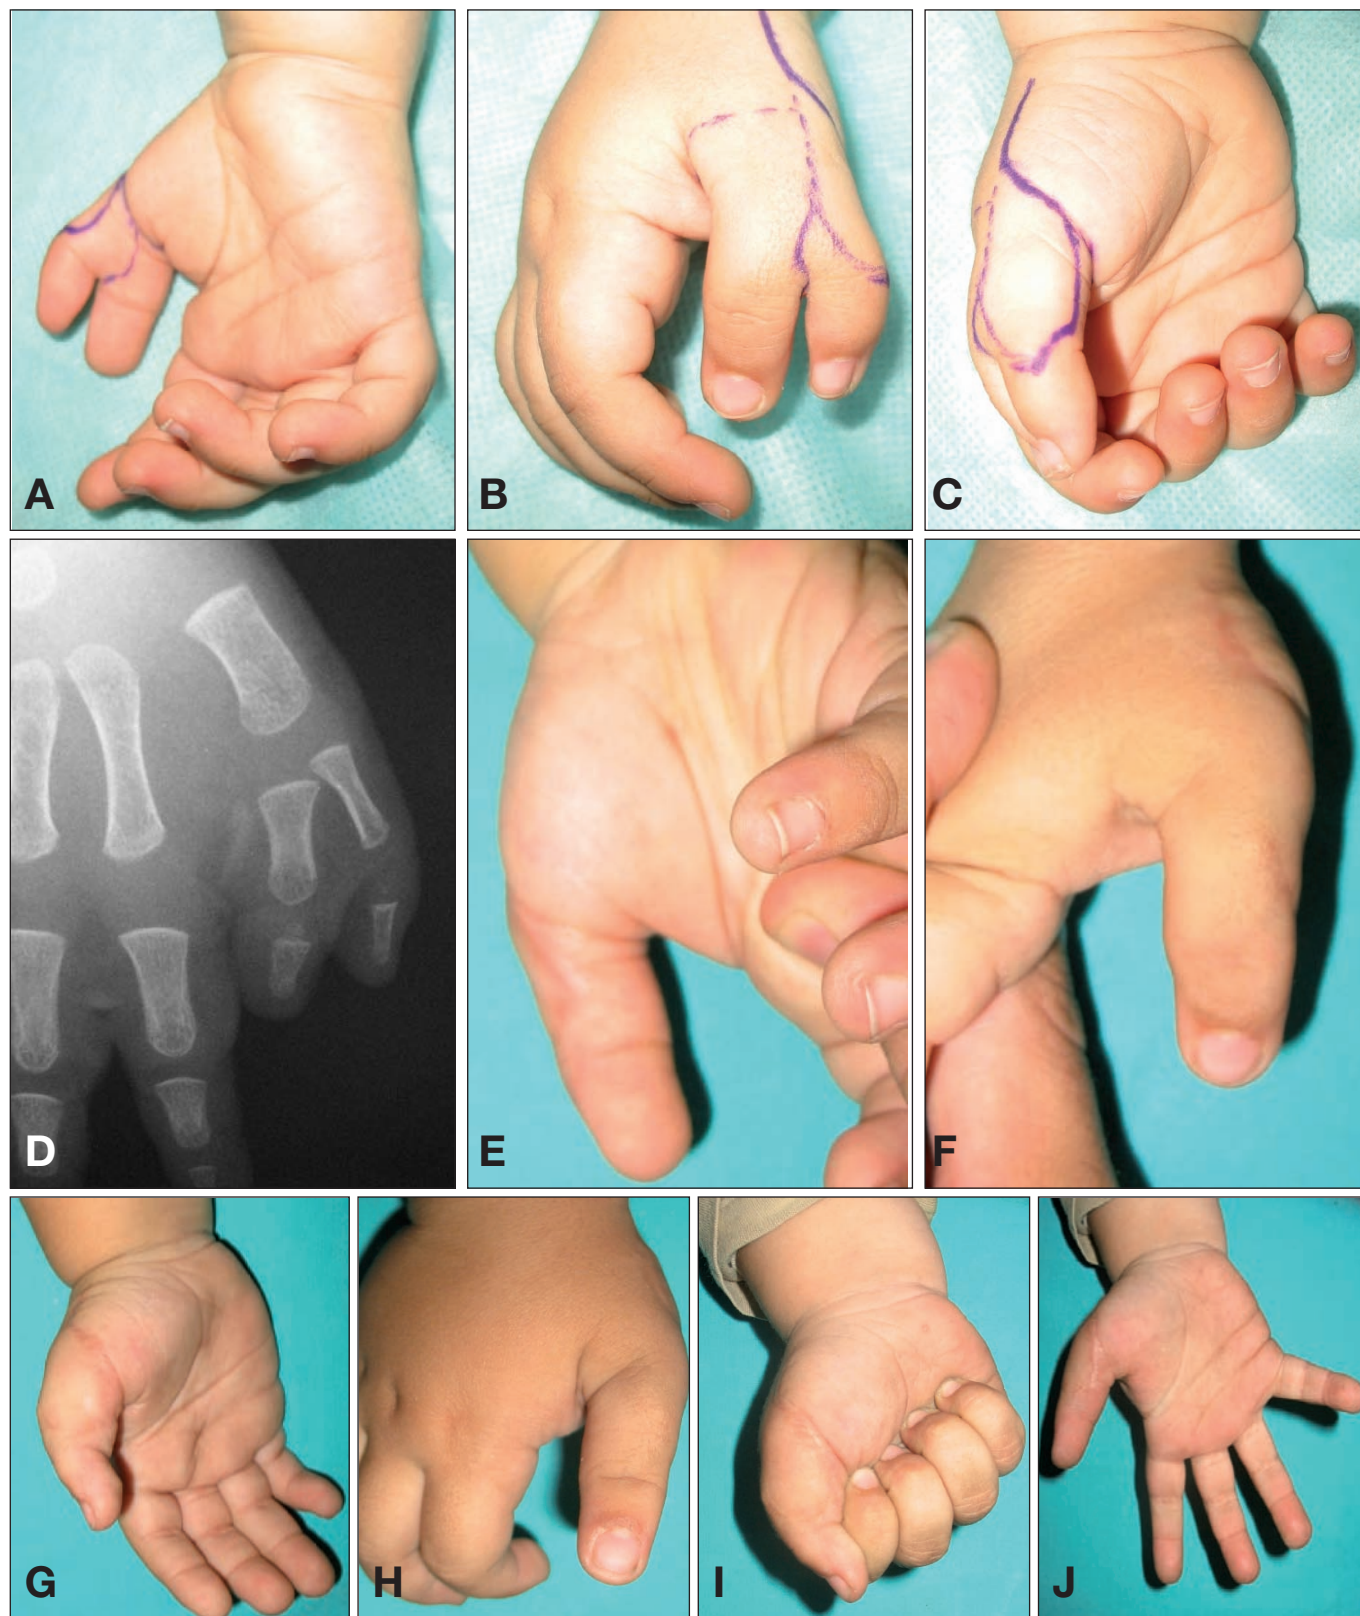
Paciente de 1 año y 2 meses de edad con polidactilia radial tipo IV de Wassel. A-C. Imágenes preoperatorias. D. Radiografía preoperatoria. E-G. Imágenes a los 7 meses de postoperatorio tras técnica convencional de resección y reconstrucción. H-J. Imágenes al año y 2 meses de postoperatorio.
